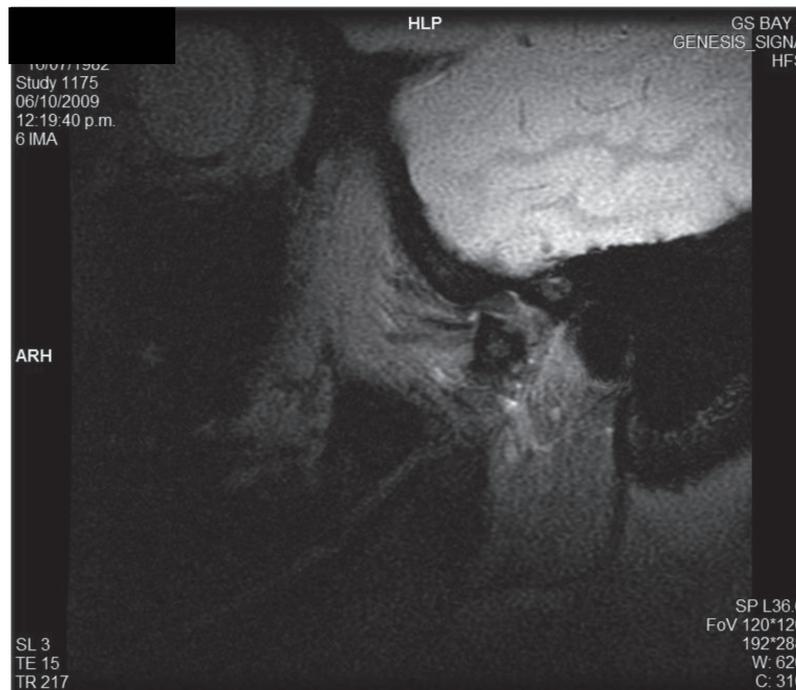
Resonancia Magnética en secuencia T2*, boca cerrada, mostrando cambio morfológico del disco.
